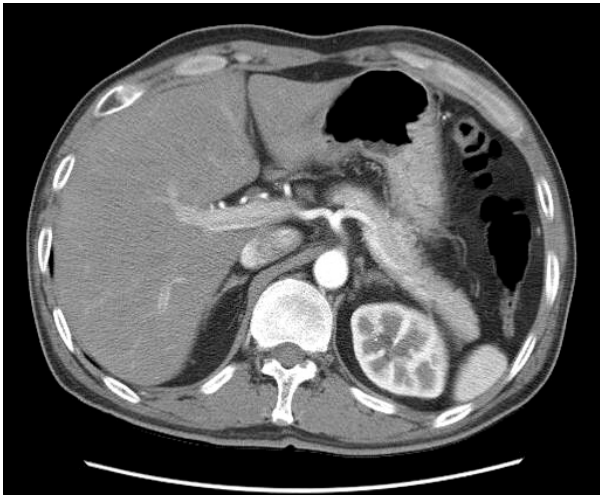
Abdominal CT scan showed no abnormal pancreas.
